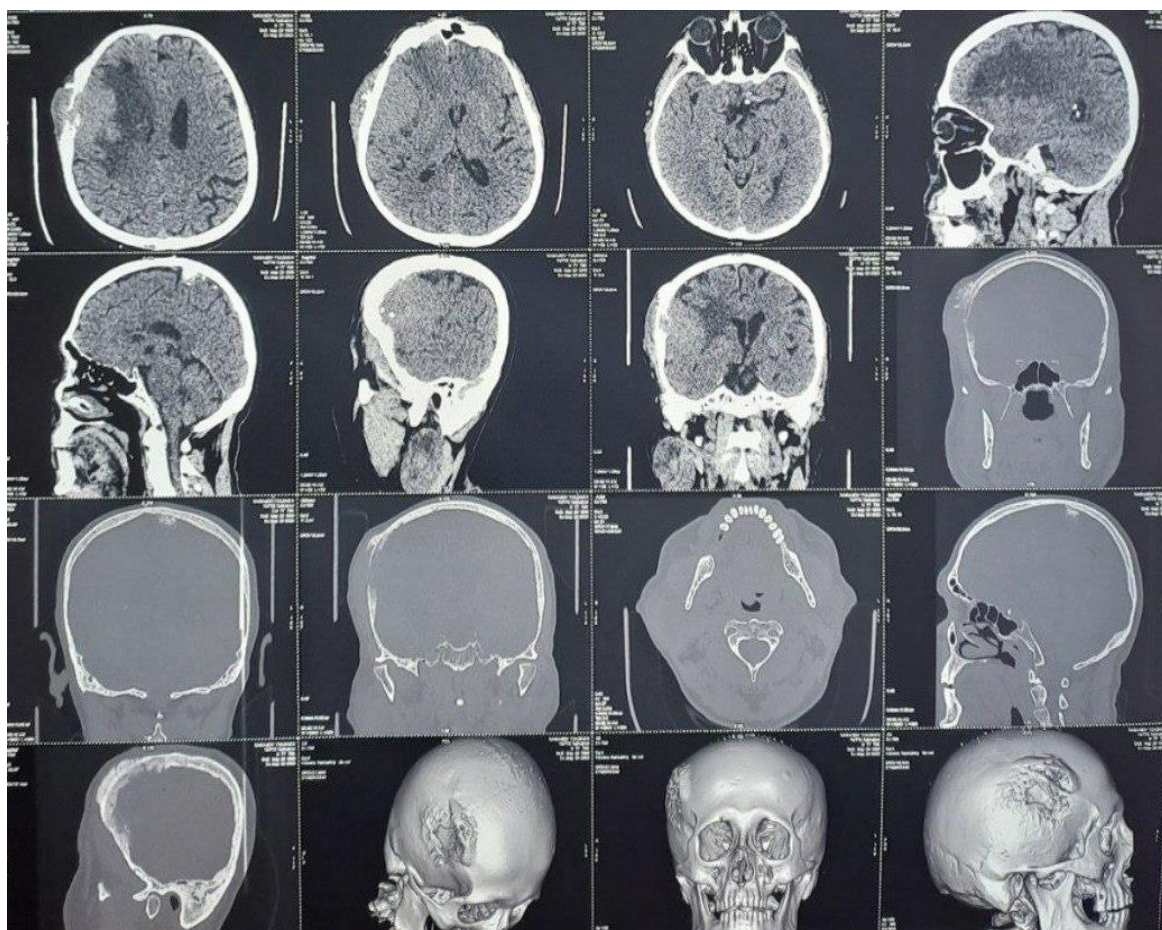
Рисунок 1А. Предоперационная МСКТ головного мозга
